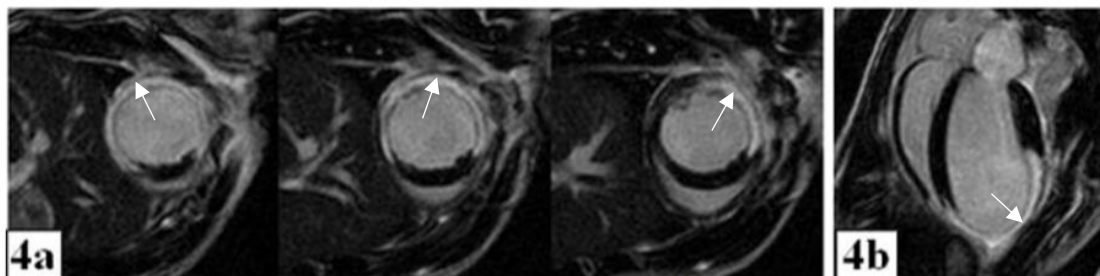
Exemple d'images IRM de premier passage à double contraste accélérées par CS (Compressed-Sensing) obtenues sur le cœur d'une souris au repos.
